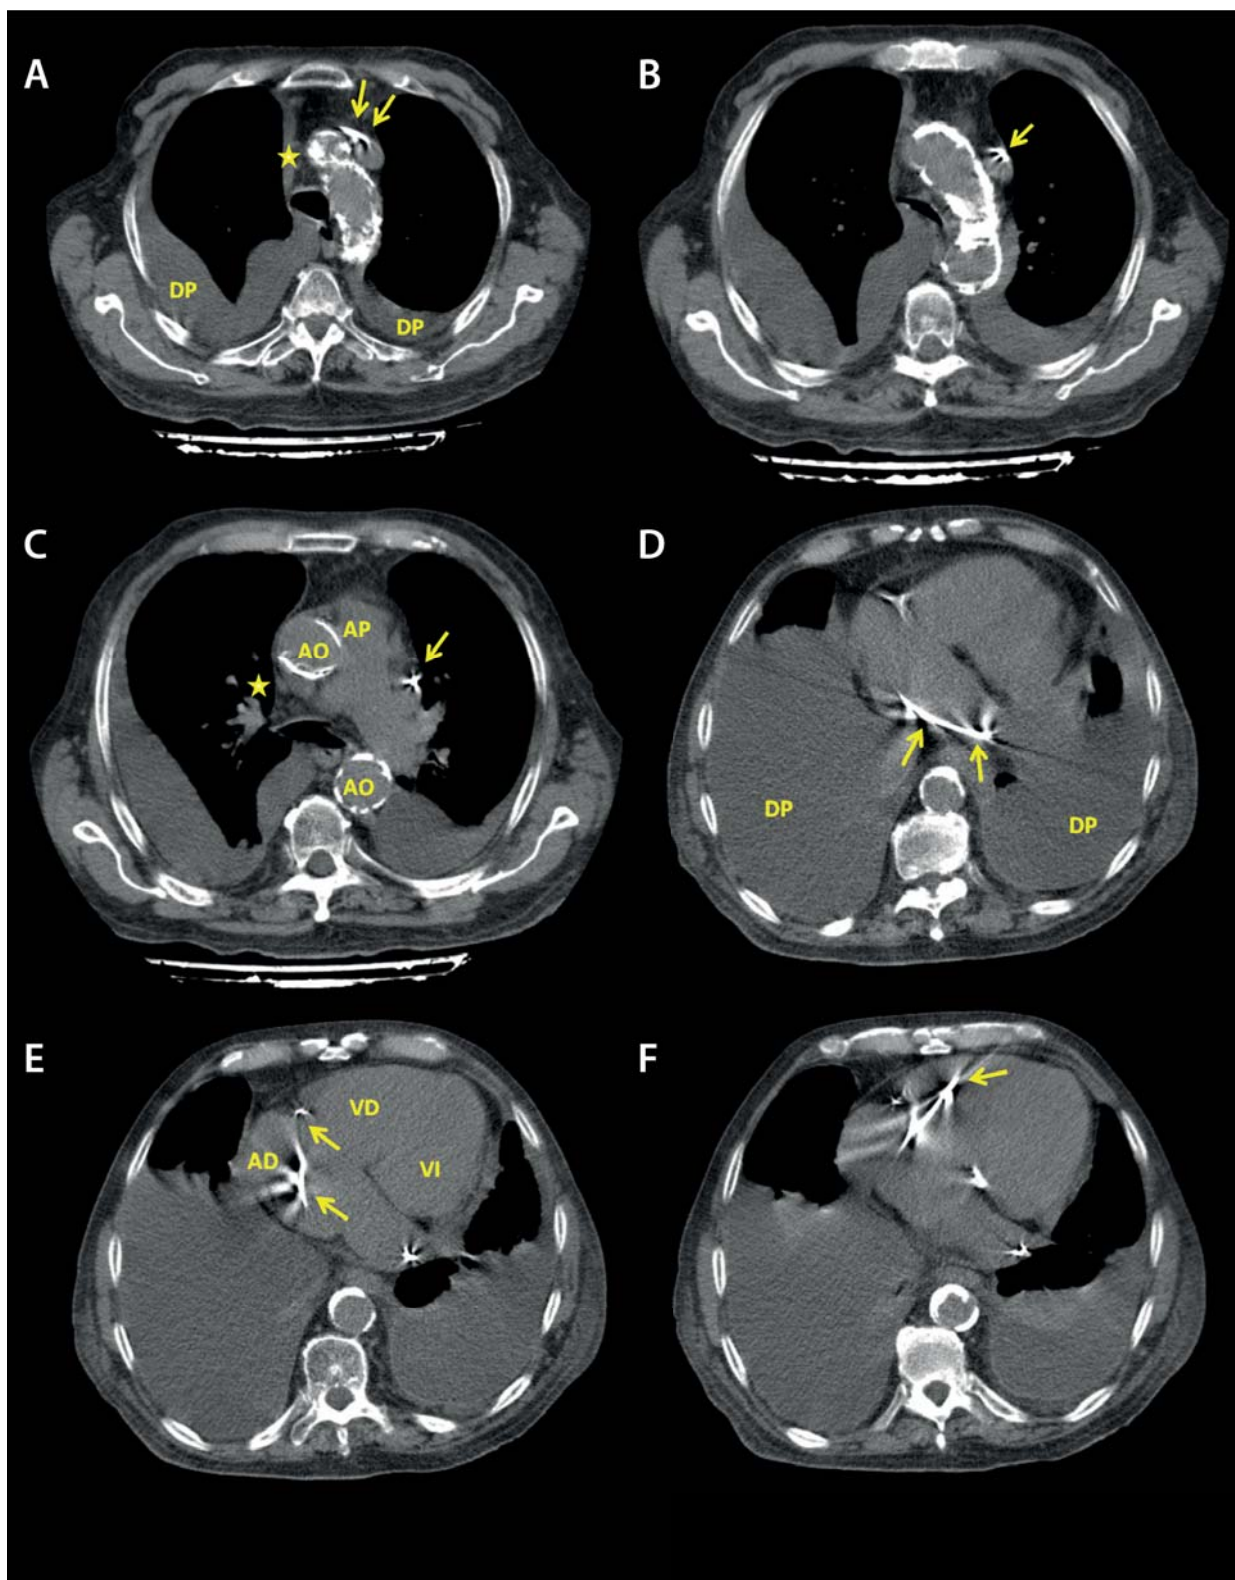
A. Corte axial (transversal) de TC de tórax a nivel del cayado aórtico: donde se observa marcada calcificación del arco aórtico, tanto en su porción ascendente como descendente. Puede apreciarse el cable del marcapasos que transcurre de derecha a izquierda, a través del tronco venoso braquiocefálico que presenta sentido contrario al habitual, por delante de la aorta ascendente (flechas), e ingresa en la vena cava superior izquierda. Se evidencia la ausencia de vena cava superior derecha (estrella). B. Vena cava superior izquierda persistente con cable de marcapasos en su interior; ausencia de vena cava superior derecha. C. Se observa artificio por cable de marcapaso a nivel paracardíaco izquierdo (flecha). Se visualiza ausencia de vena cava superior derecha (estrella). D. Se aprecia cómo el cable del marcapaso atraviesa de izquierda a derecha para alcanzar la aurícula derecha. E. cable de marcapasos a nivel de aurícula derecha (AD). F. Corte axial de TC de tórax en mediastino inferior: posición final del cable y electrodo del marcapasos, a nivel del ventrículo derecho (VD) y próximo a la punta del mismo. Probablemente debido a la alteración anatómica no fue posible posicionarlo en forma correcta, en la punta del ventrículo. Abreviaturas: DP: derrame pleural bilateral. AO: aorta. AP: arteria pulmonar. AD: aurícula derecha. VD: ventrículo derecho. VI: ventrículo izquierdo.
